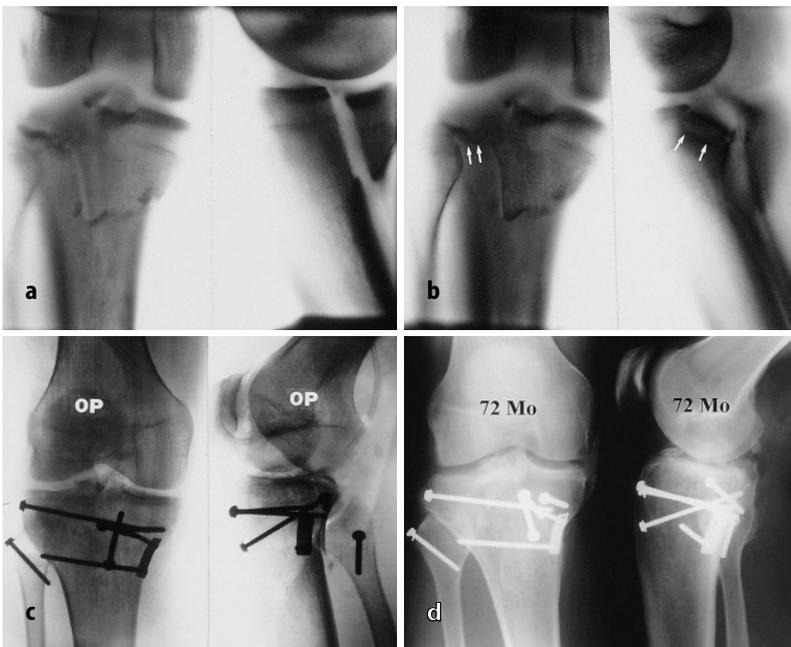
a–d ▲ Klinisches Beispiel einer kombinierten posteromedialen und posterolateralen Tibiakopffraktur, welche die Anwendung eines posteromedialen und eines posterolateralen Zugangs erforderlich machte. a Die Schichtaufnahmen zeigen die typische posteromediale Luxationsfraktur. b Zusätzlich besteht eine ausgedehnte posterolaterale Depressionszone. Die Osteosynthese erfolgte über einen posteromedialen und einen posterolateralen Zugang, das mediale Fragment wurde mittels Antgleitplättchen und Verschraubung fixiert, lateral die Depression gehoben und mit homologer Spongiosa unterfüllt. c Postoperatives Röntgenergebnis. d Röntgenkontrolle 6 Jahre nach Versorgung. Der Patient ist auch unter körperlicher Belastung völlig beschwerdefrei, freie Kniefunktion
